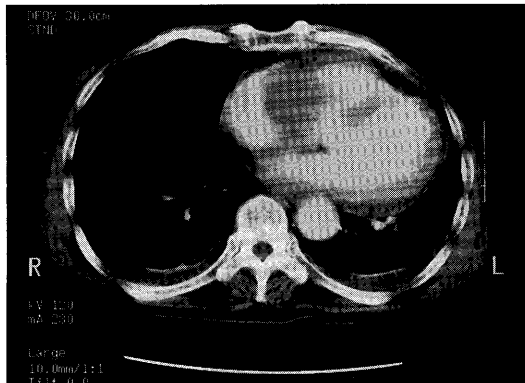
Enhanced CT image
